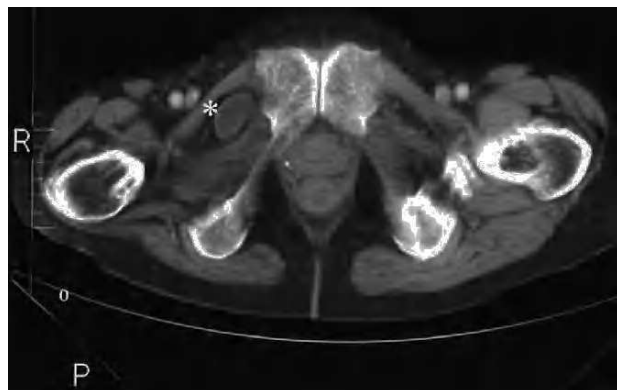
Imagen de tomografía computarizada donde se aprecia una hernia a través del agujero obturador derecho (*) que contenía un asa de intestino delgado estrangulada que producía obstrucción intestinal.
